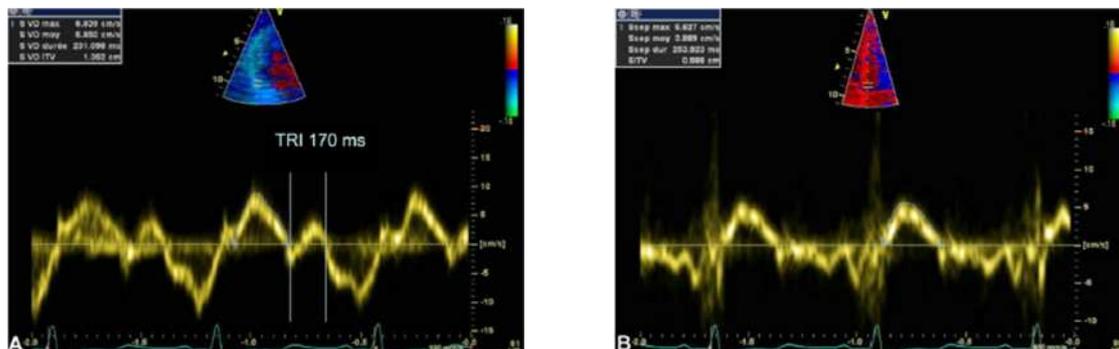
Étude doppler tissulaire du mouvement de l'anneau tricuspide dans sa portion externe (A) et septale (B). A : notez l'allongement du temps de relaxation isovolumique et la diminution de la vitesse maximale de l'onde S en deçà de 11 cm/s. B : diminution de l'ITV de l'onde S (151).
